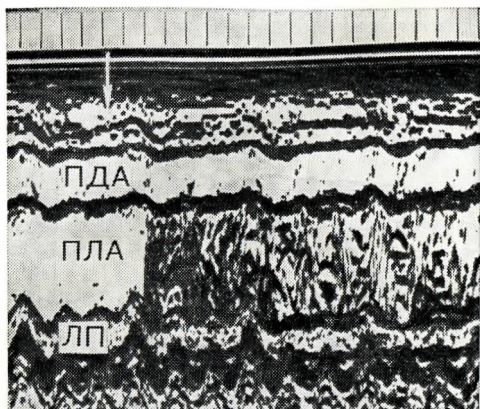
23. Контрастная эхокардиограмма, полученная при введении собственной крови большого (ребенок в возрасте 3 дней жизни, страдающий атрезией аорты) в нижнюю полую вену.
